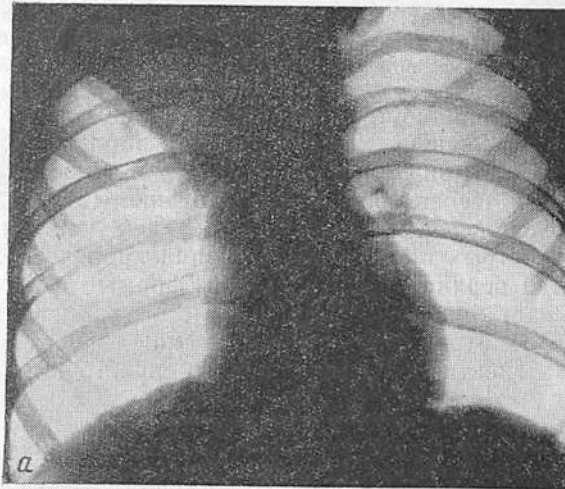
Рентгенограмма грудной клетки в передней проекции (а) и правой боковой (б) ребенка 10 лет с ателектазом верхней доли.
